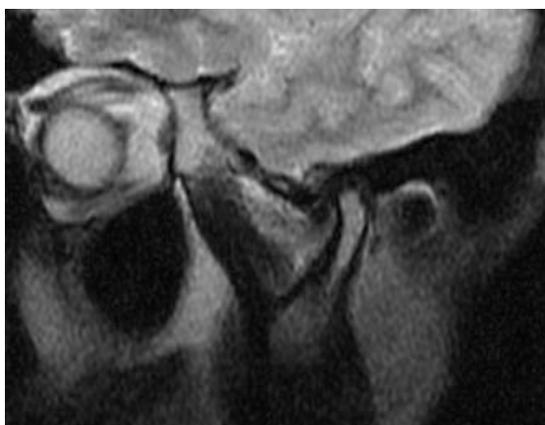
Нормальное взаимоотношение анатомических структур ВНЧС на МРТ.
